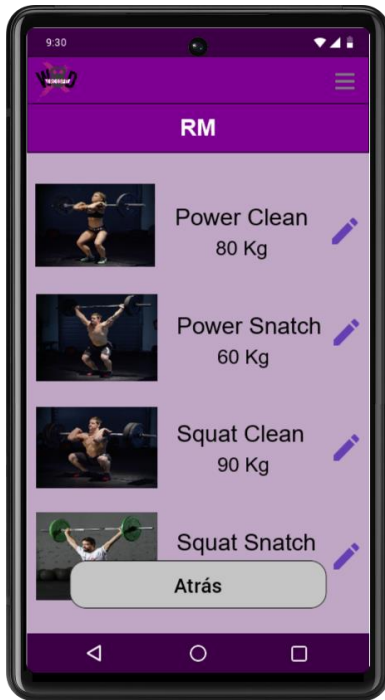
Pantalla de RM modificada tras la evaluación.
